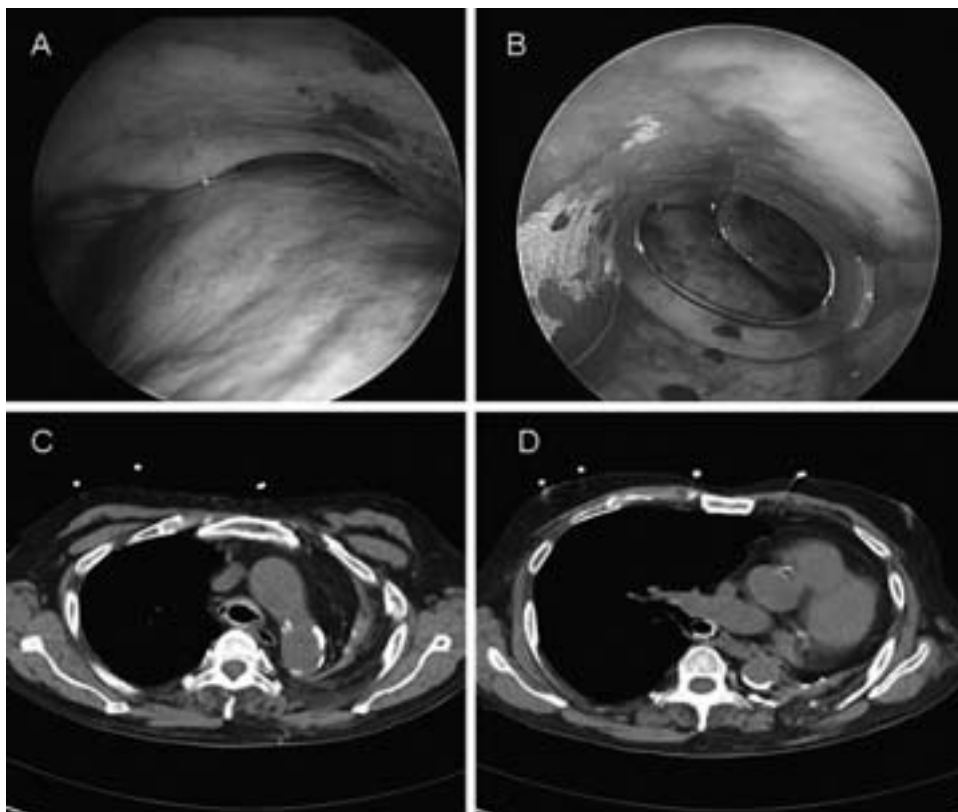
La broncoscopia dinamica mostra l'appiattimento degli anelli cartilaginei e della carena con la quasi completa occlusione del bronco principale di destra durante l'espirazione (*riquadro in alto a sin.*, A). La trachea distale ed il tratto iniziale del bronco principale destro sono visualizzate in corso di broncoscopia dopo l'applicazione di uno stent di silicone. C'è un significativo incremento dell'area in sezione (*riquadro in alto a destra*, B). La TC dinamica dopo l'inserzione dello stent mostra nella fase espiratoria sia il lume tracheale (*riquadro in basso a sin.*, C) sia quello bronchiale (*riquadro in basso a destra*, D).
